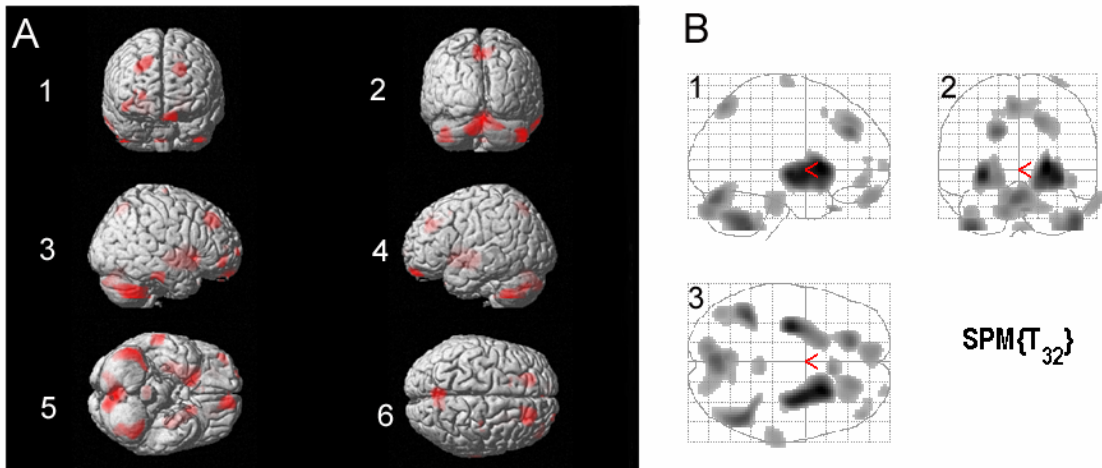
Vergleich Risiko-Patient mit dem Normkollektiv. (A) Voxel mit signifikanten Z-Score-Werten auf ein oberflächengerendertes MRI projiziert: 1) frontal; 2) occipital; 3) rechts lateral; 4) links lateral; 5) ventral; 6) dorsal; auf allen Projektionen Hirn-Areale mit signifikantem Hypometabolismus der Risikoperson rot gefärbt (B) MIP des Vergleichs Risikoperson < Normkollektiv: 1) lateral; 2) occipital; 3) dorsal: Angezeigt werden Voxel mit signifikant erhöhtem Glucosestoffwechsel in der HD-Gruppe ($p < 0,05$, unkorrigiert)
